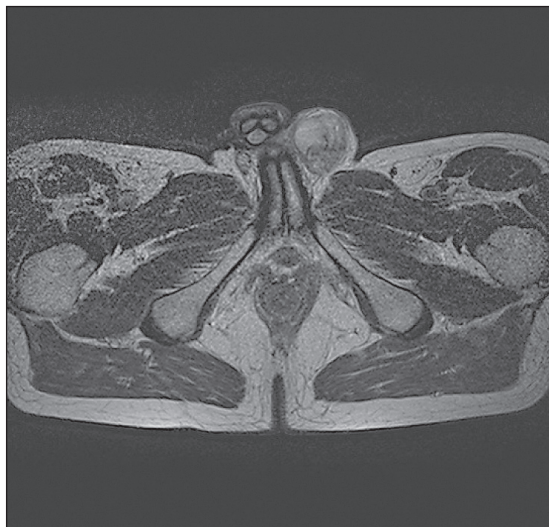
МРТ брюшной полости. В левом яичке определяется патологическое образование, интенсивно и неравномерно накапливающее контраст
